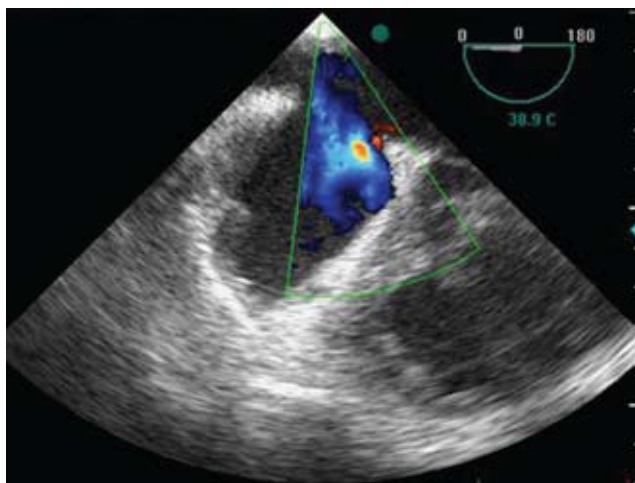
Ecocardiografía transtorácica con Doppler cardíaco demostrando la presencia de una comunicación interauricular.
